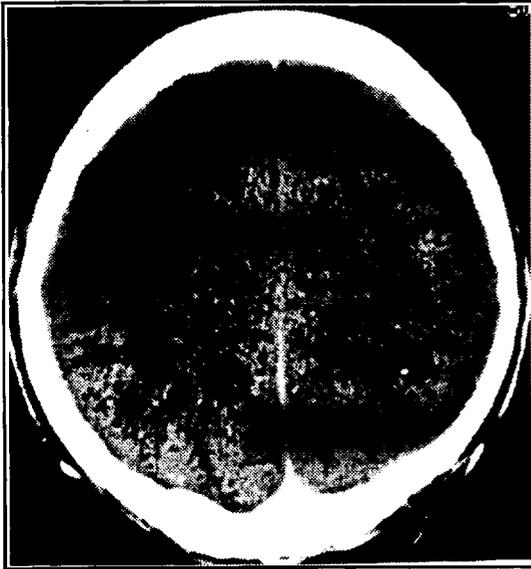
Caso 3. TC: lesões císticas hipodensas em ambos os hemisférios cerebrais; presença de escólex.
